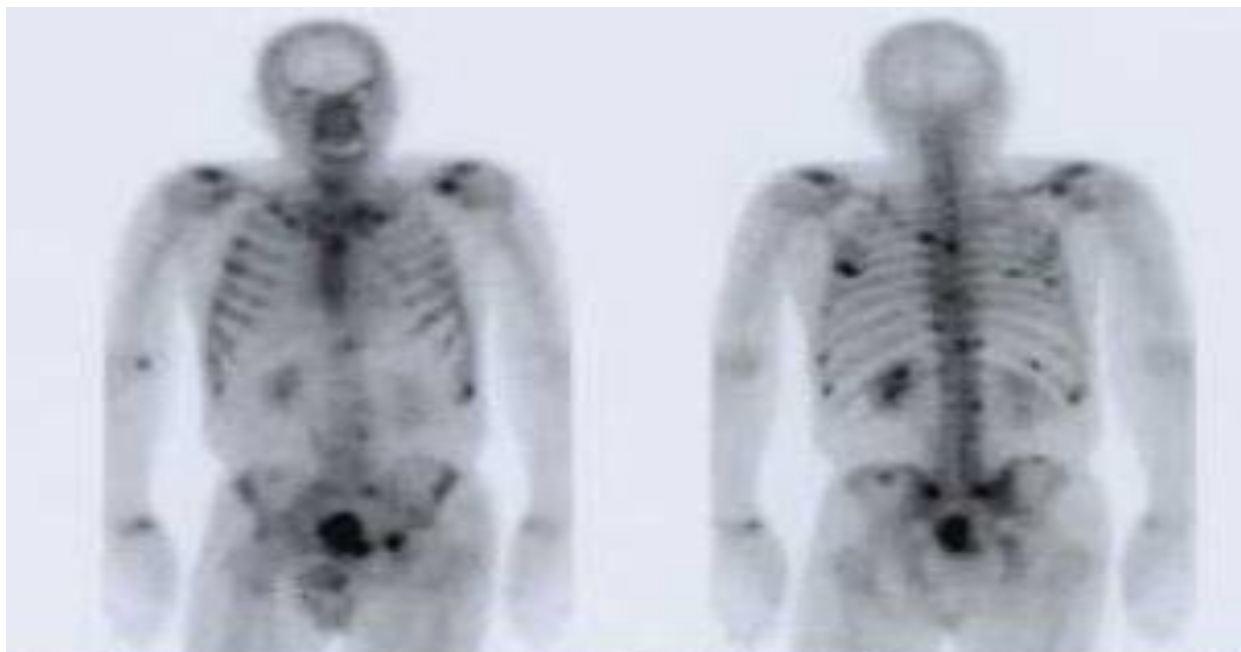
Figure n ° 21 : montrant les résultats d'une scintigraphie osseuse chez un patient avec cancer de prostate
